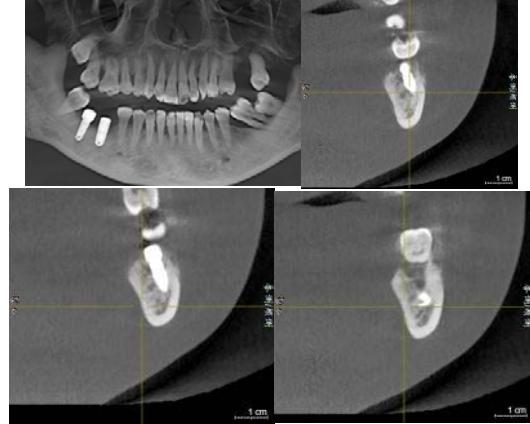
术后三个月的CBCT，从左至右分别是4647从近中向远中的截面图
